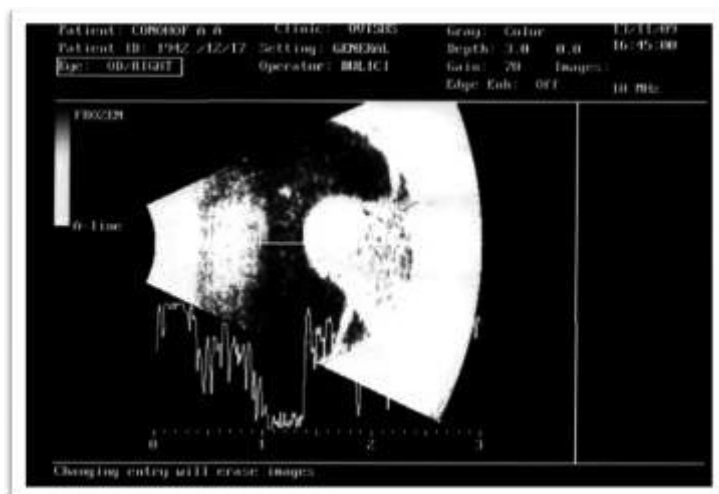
Ecografia pacientului XY
